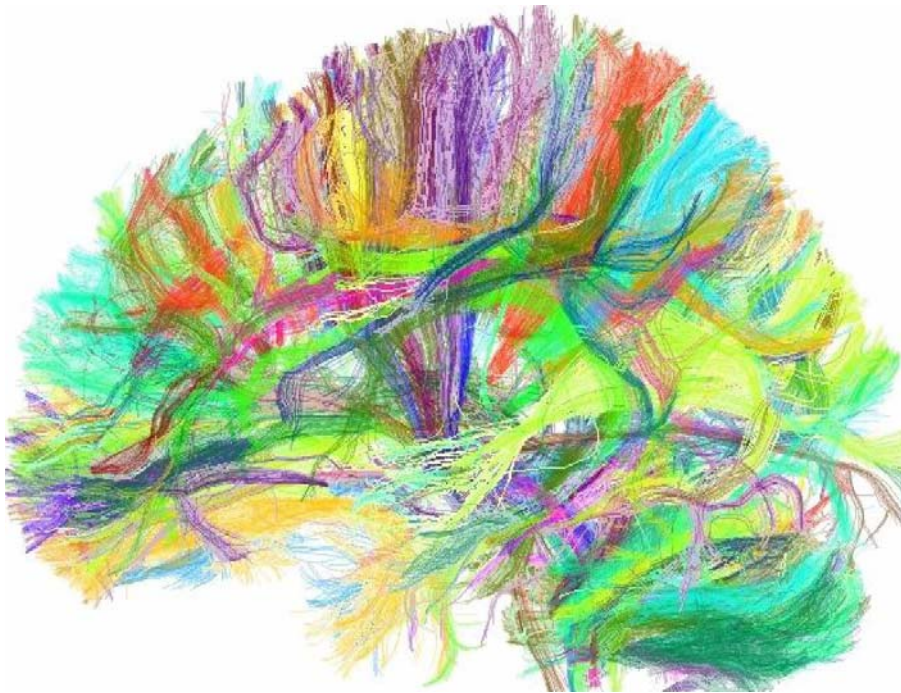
Imagerie de faisceaux nerveux du cerveau par IRM de tenseur de diffusion (courtoisie Poupon C, Mangin JF, Le Bihan D et al. NeuroSpin/CEA, Orsay, France).
